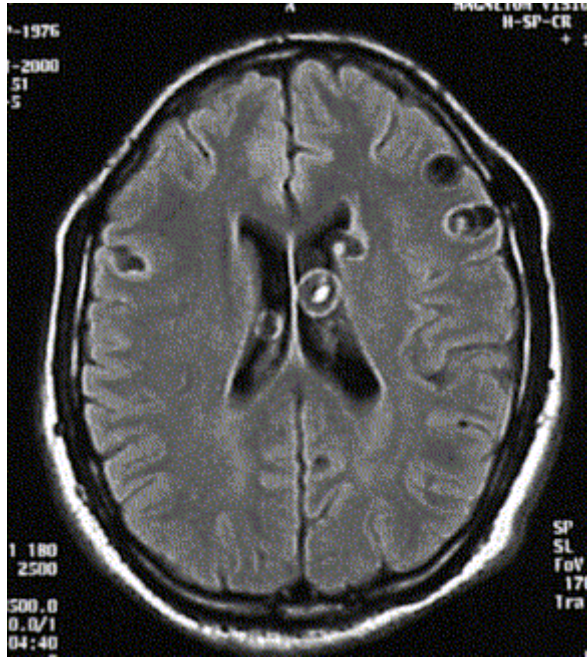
Kyste ventriculaire visualisé à l'IRM
